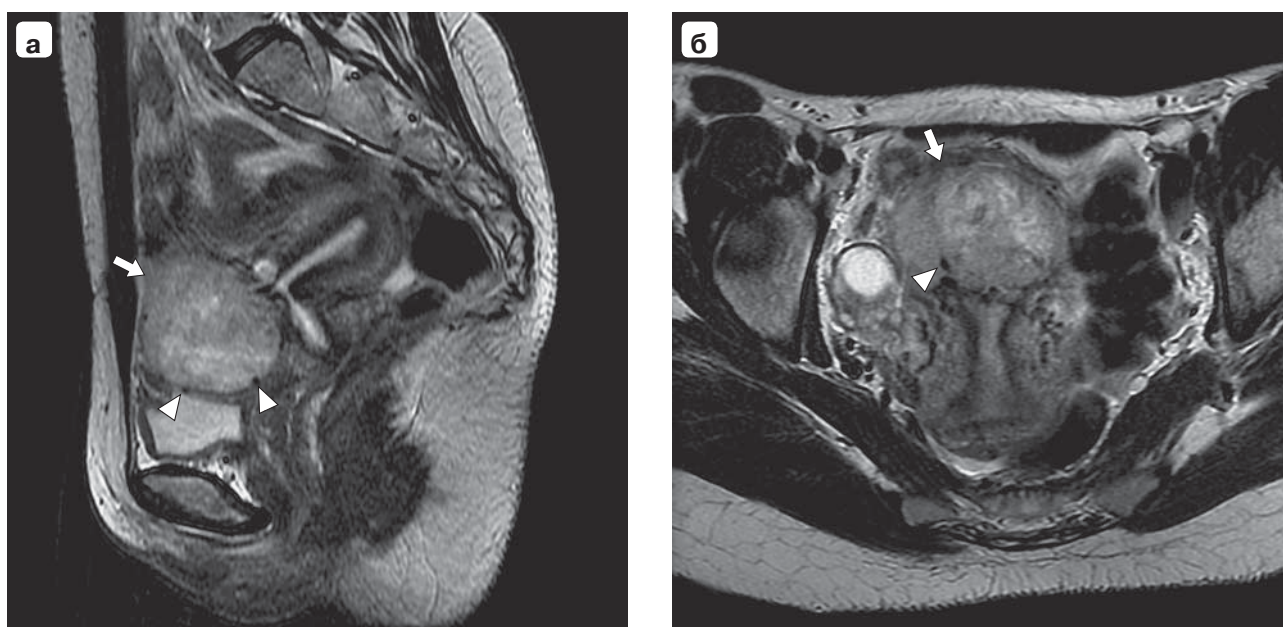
МРТ-картина интрамурально-субсерозной миомы матки на T2ВИ. а – изображение узла в сагиттальной плоскости; б – изображение узла в аксиальной плоскости (по длинной оси). Стрелками показан субсерозный узел неоднородного и высокого сигнала на T2ВИ по отношению к миометрию (клеточная миома) в области послеоперационного рубца, тело матки отклонено кзади. Головки стрелок указывают на достаточно крупные сосуды по периферии узла.
